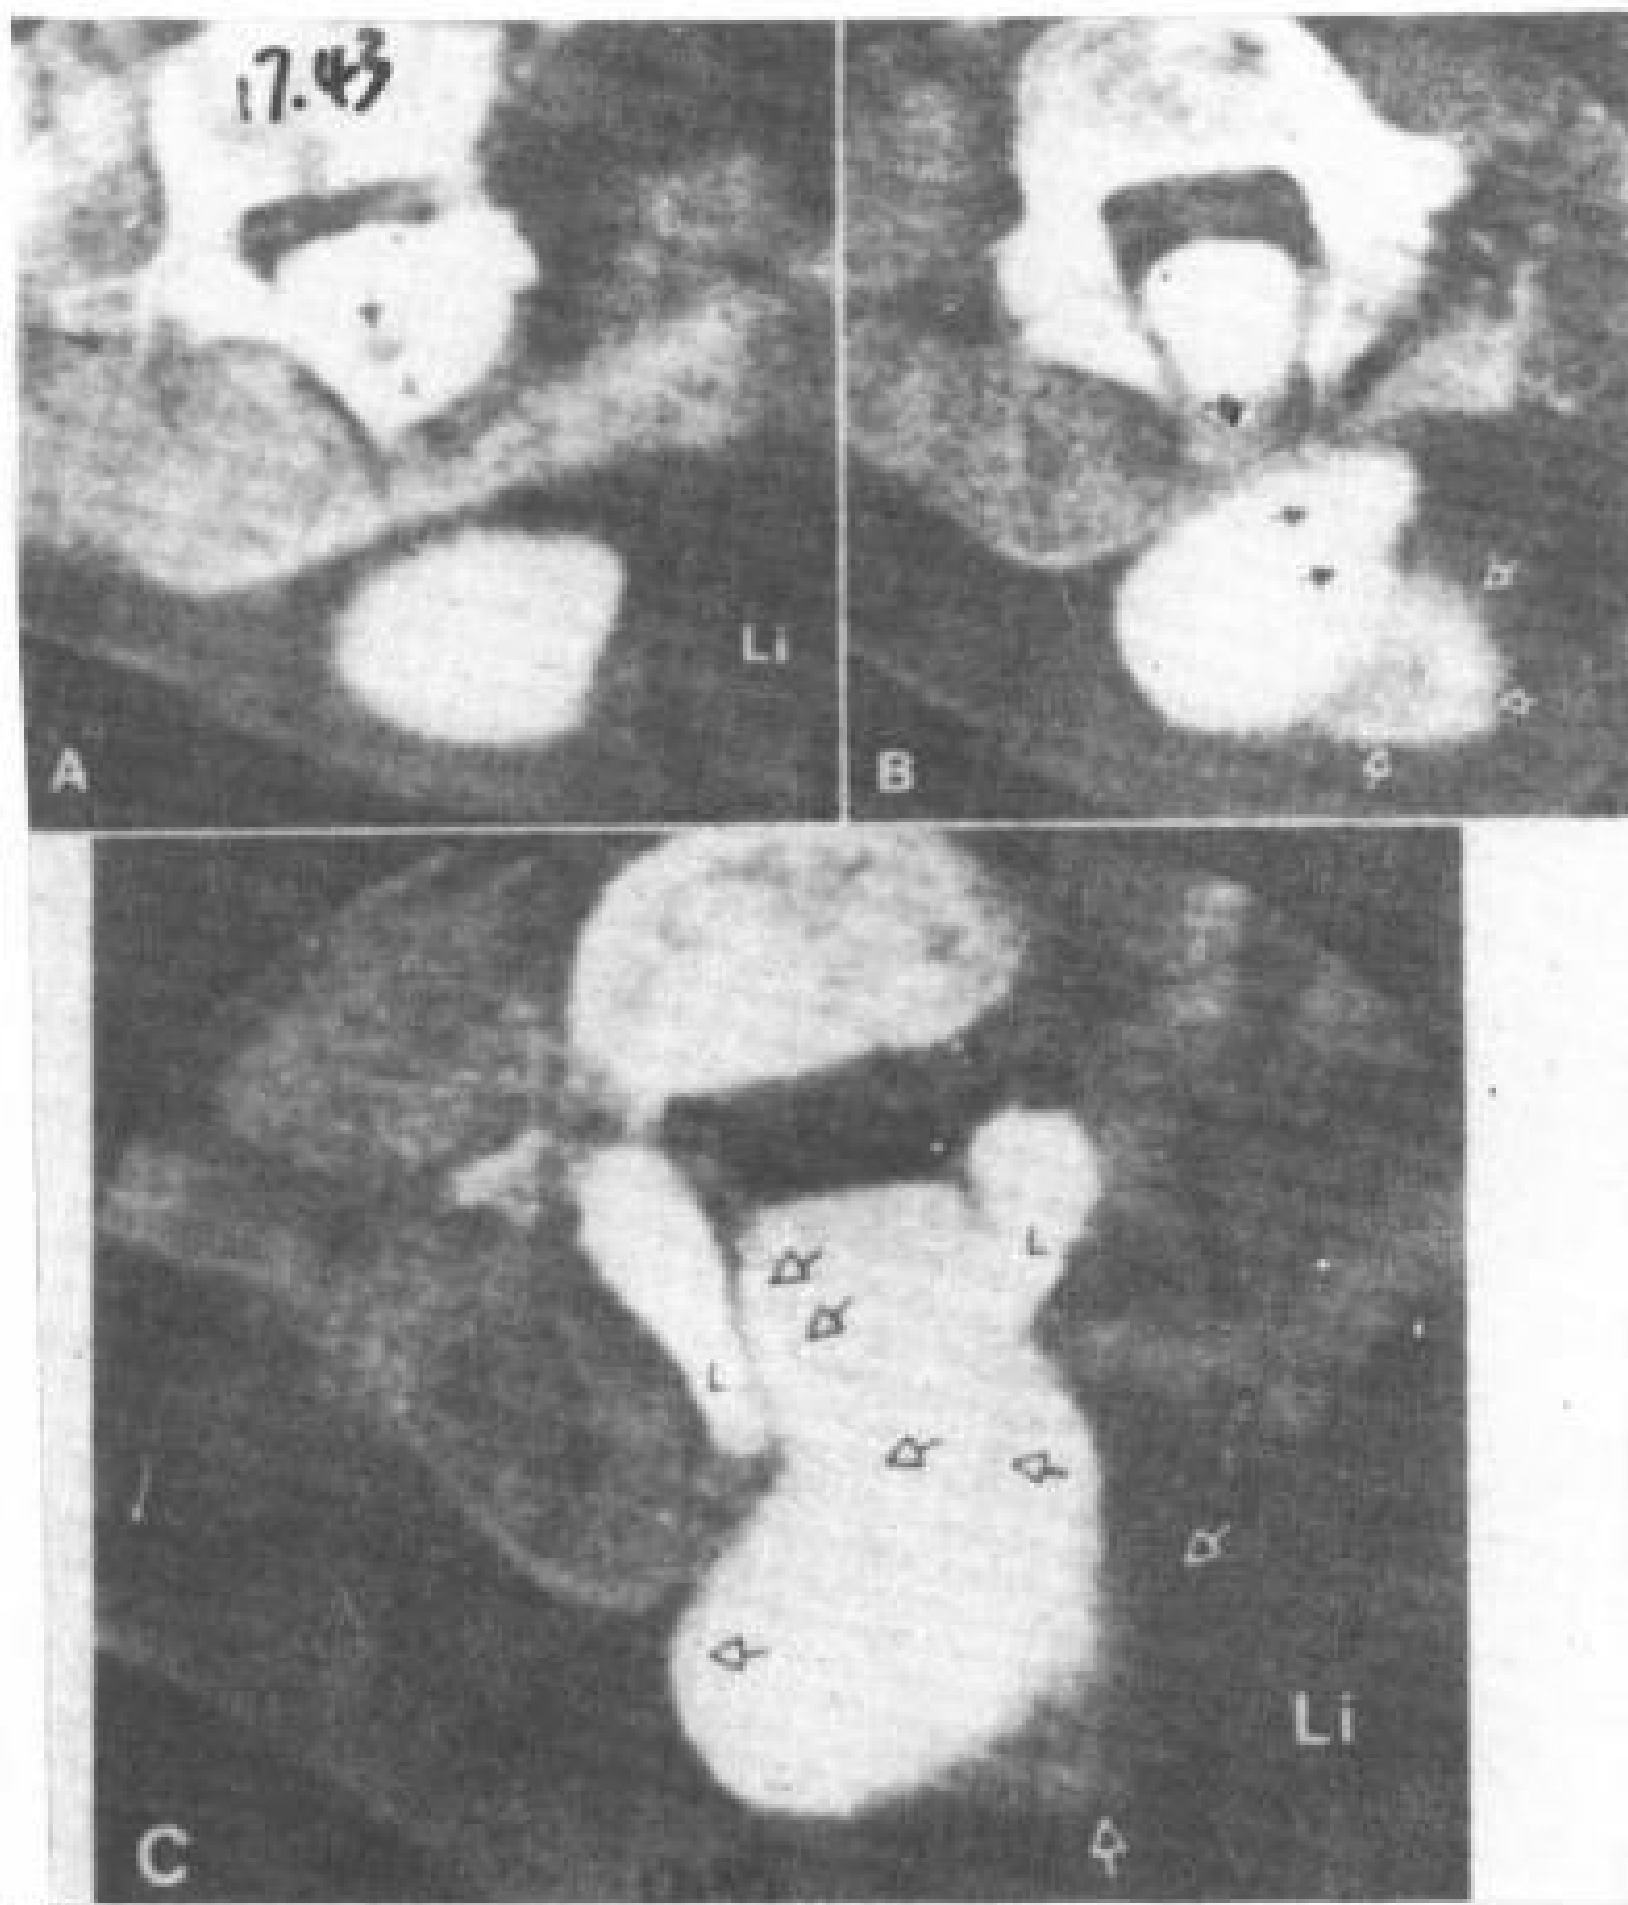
脂肪脊髓脊膜突出。12岁女孩。CT脊髓造影。
